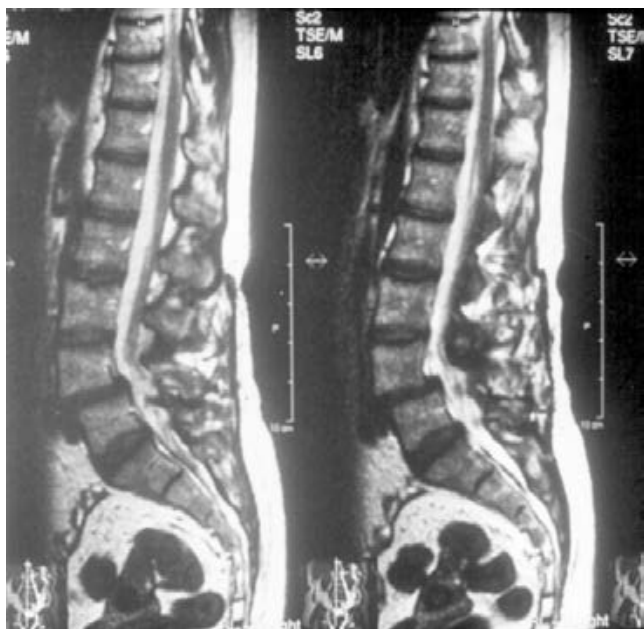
IRM para valorar el canal estrecho L4-L5.
